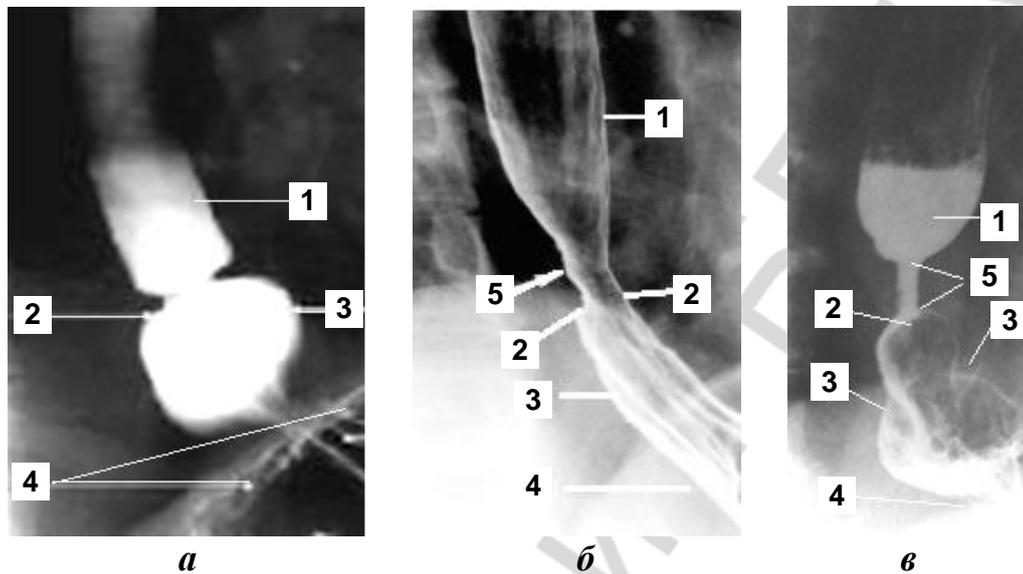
Рентгеноконтрастное исследование пищевода и желудка:
